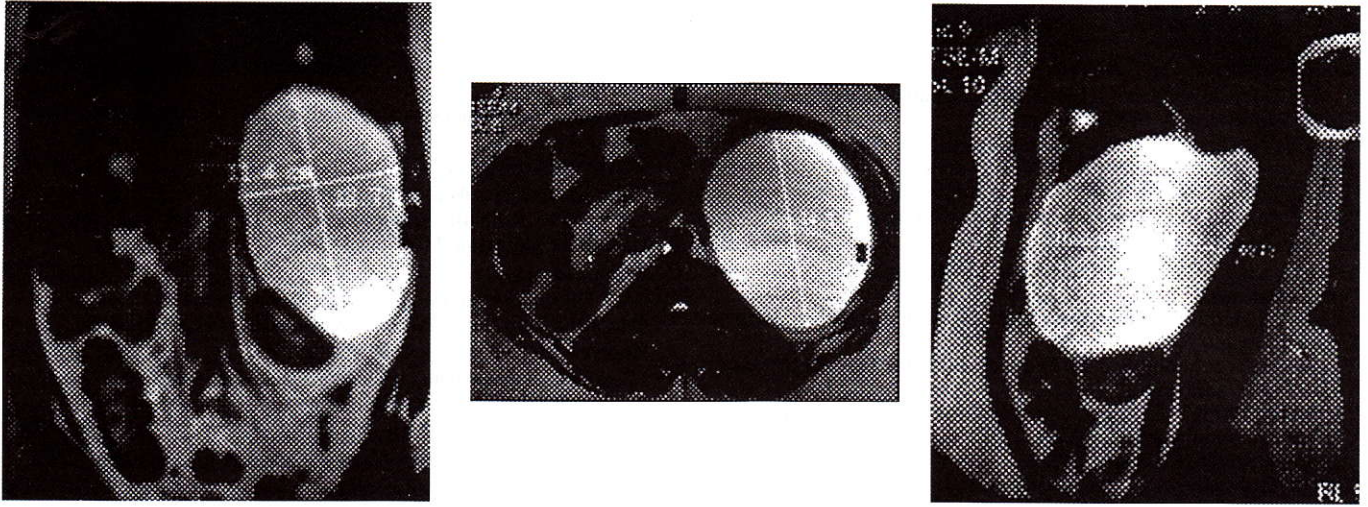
MRI views of the adrenal cyst
